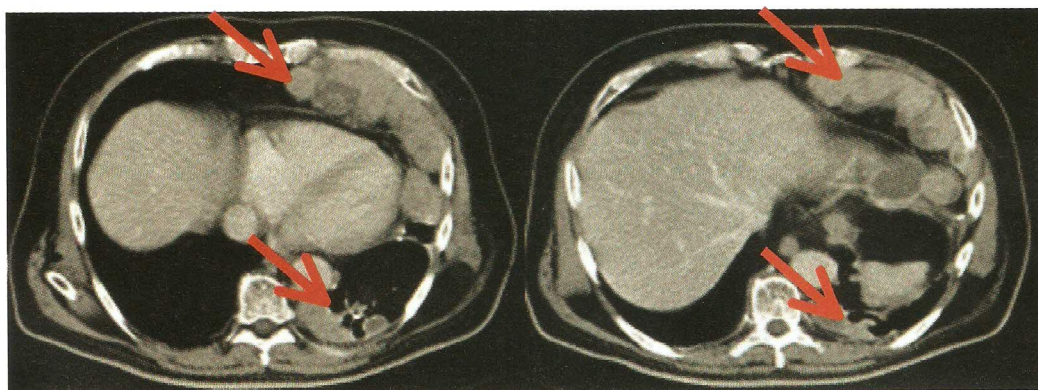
Tomografía axial computarizada (2 de septiembre de 2013): progresión pleuro-pulmonar con inicio de sunitinib a 37,5 mg (12 de septiembre de 2013).
